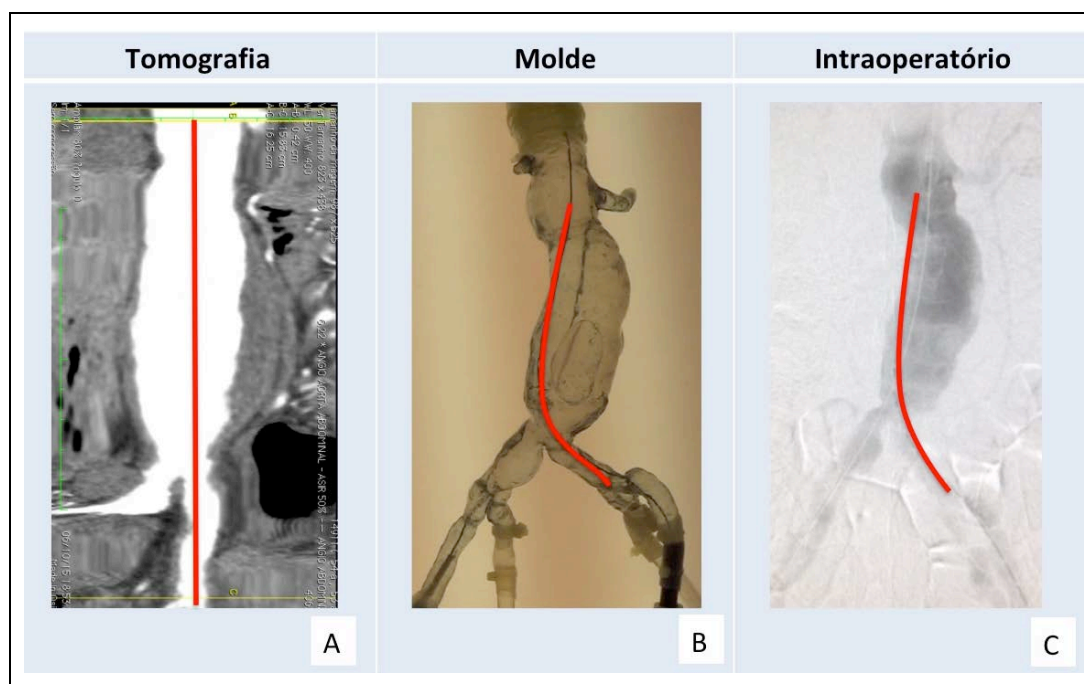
Medidas de comprimento (da artéria renal mais baixa até a bifurcação da artéria ilíaca comum esquerda) realizadas. (A) Medida do comprimento na angiotomografia; (B) Medida do comprimento no molde
